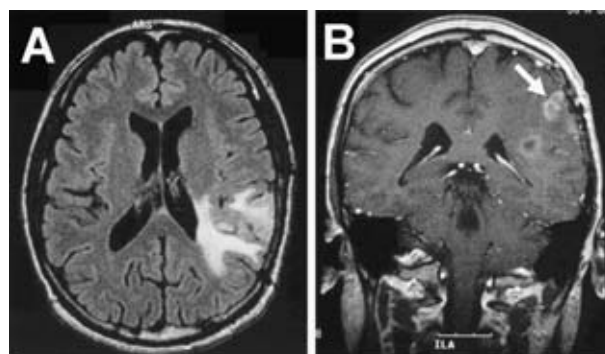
A: A brain MR (GE medical, Sigma 1.5T) axial image revealed high intensity lesions in the white matters of the left parietal lobe including the angular gyrus (FLAIR). B: A coronal image with gadolinium enhancement shows a partially enhanced lesion (arrow).
